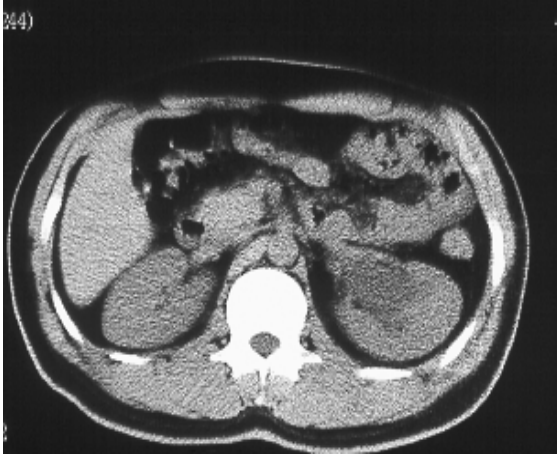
A-C. Sol distal üreter taşı olan olgunun US (A) ve BT (B) görüntülerinde taş izleniyor. Sol böbrek pelvikalisyel yapılarında ektazi mevcut (C).
